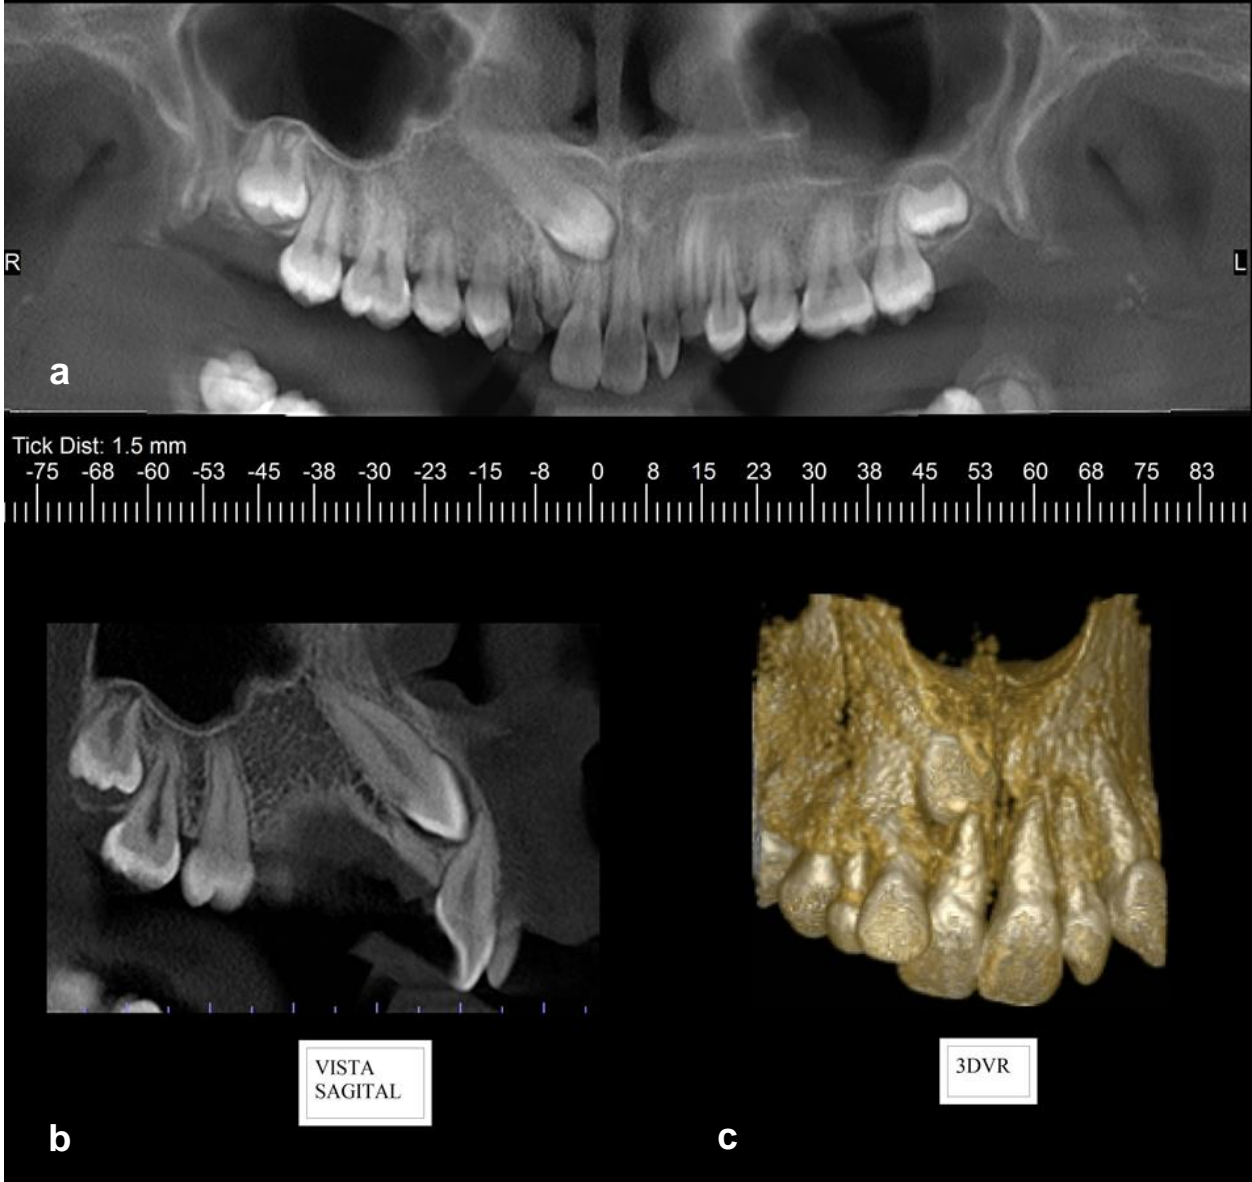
Radiografía Panorámica.
